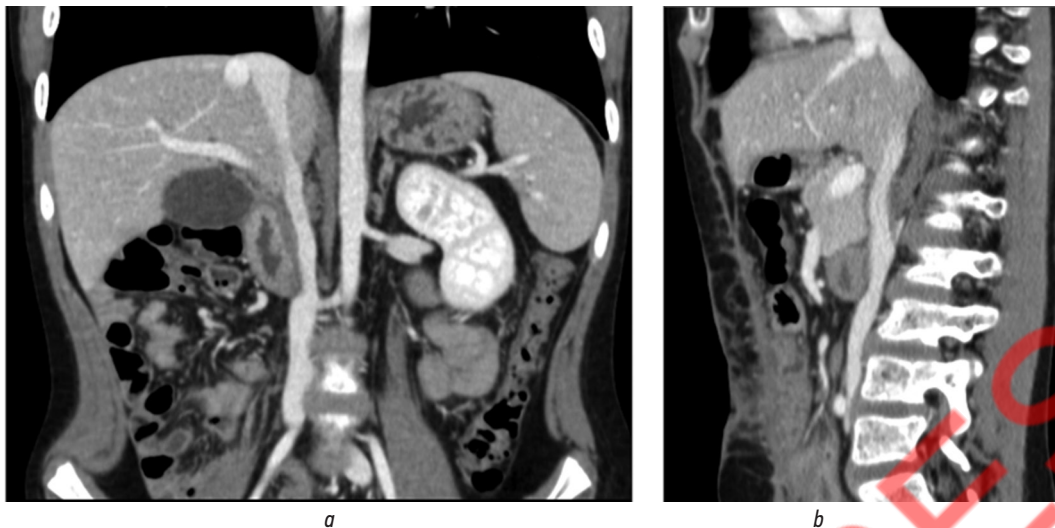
Компьютерная томография брюшной полости с контрастированием через 4 года после оперативного вмешательства, контрастирование нижней полой вены в зоне пластики стенки сосуда: *a* — корональный срез; *b* — сагиттальный срез
